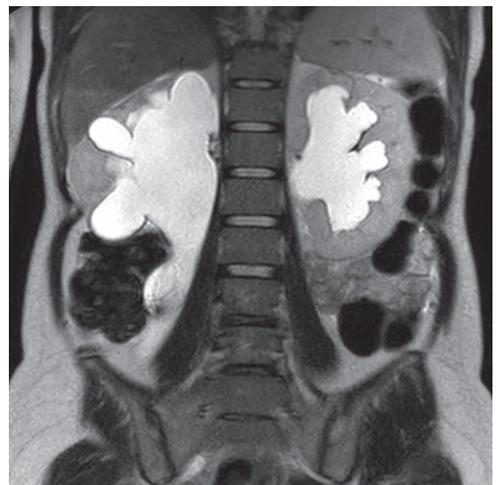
4MRI 画像検査 (T2 強調 冠状断面)
